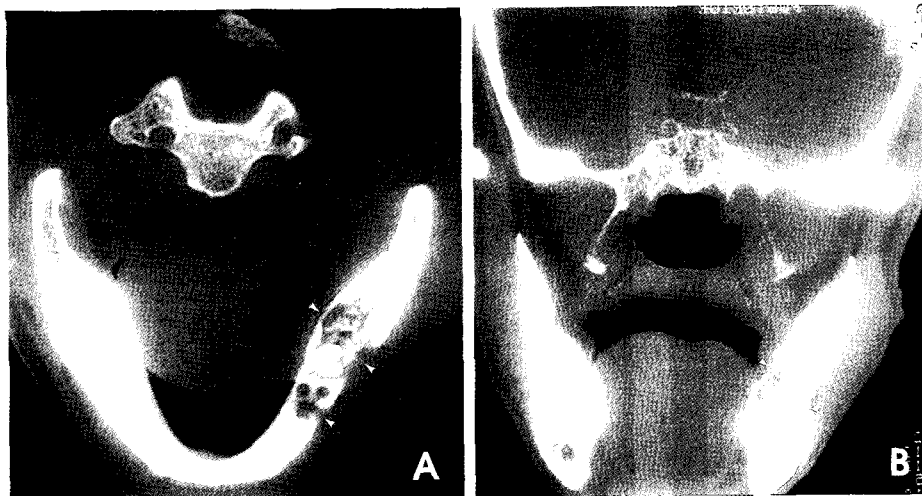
A, B. Axial and coronal CT view show the lesion is extended from #35 to the anterior ramus, destruction of the both buccal and lingual cortical bone and no periosteal reaction.
